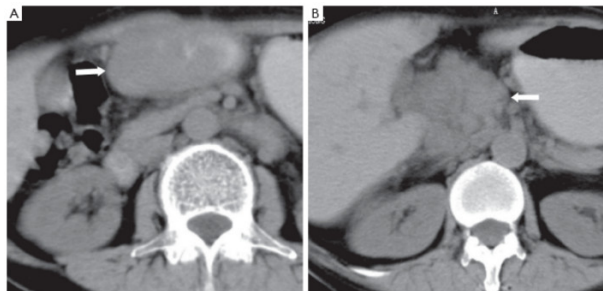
КТ органів черевної порожнини. Жінка 62 роки. Первинна лімфома шлунка. Наявність субепітеліальної маси в антральному відділі шлунка (А). Регіонарна лімфоаденопатія (В)
